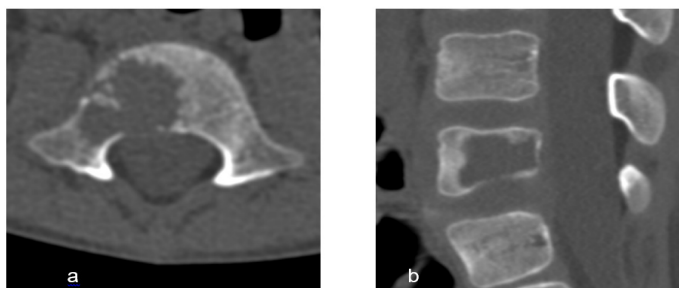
Литический очаг в теле L5 позвонка на аксиальной (а) и сагиттальной (б) проекциях при КТ поясничного отдела позвоночника
